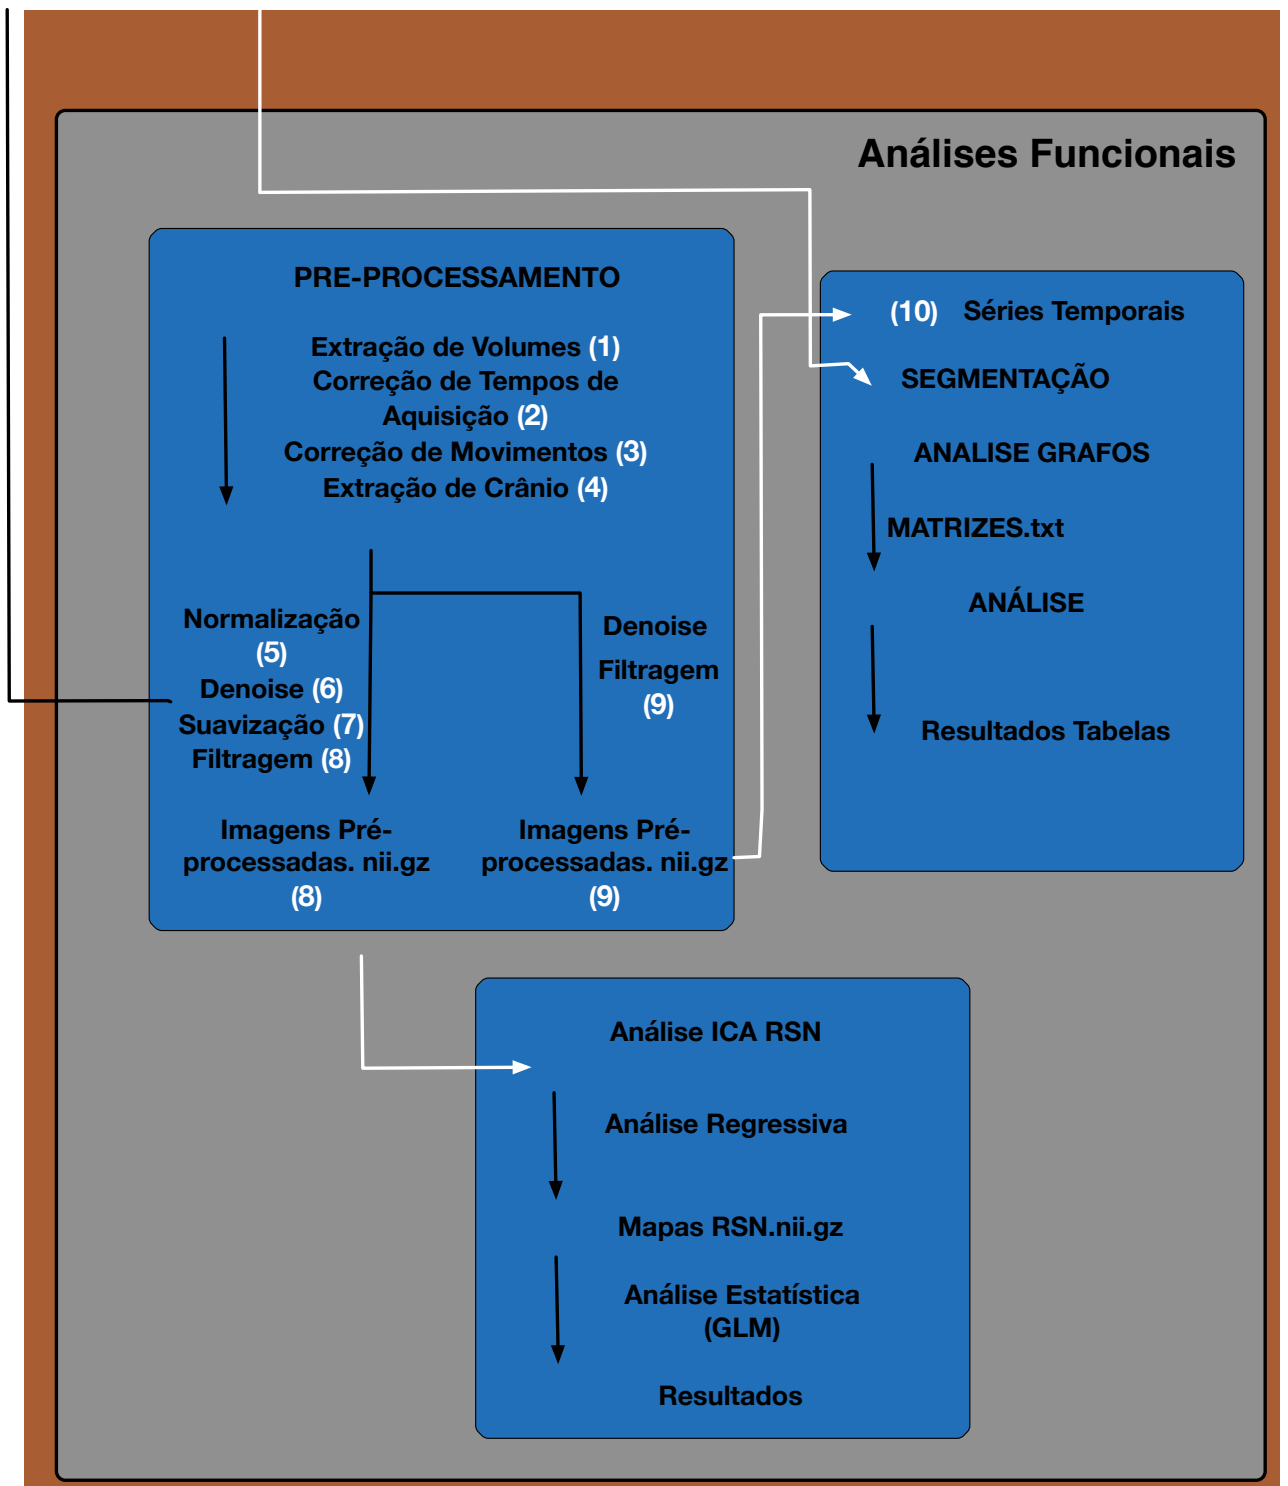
Fluxo de processamento para análises funcionais de MRI
